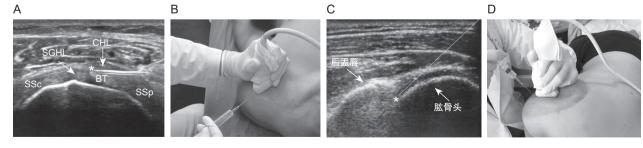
(A) 肩袖间隙超声解剖与平面内法超声引导下注射 SSc: 肩胛下肌腱; SSp: 冈上肌腱; SGHL: 盂肱上韧带; CHL: 喙肱韧带; BT: 肱二长头肌腱; * 肩袖间隙注射的靶点; (B) 超声引导下肩袖间隙注射时病人体位以及穿刺针与探头的位置关系; (C) 后路盂肱关节腔超声解剖与平面内法超声引导下注射; * 后路盂肱关节腔注射的靶点,直线表示穿刺路线; (D) 超声引导下后路盂肱关节腔注射时病人体位以及穿刺针与探头的位置关系
